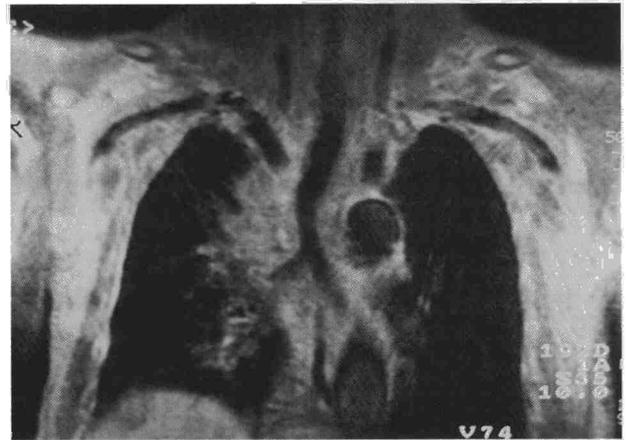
Caso 3. RMN torácica con masa mediastínica que rodeaba tráquea y provocaba compresión de su tercio distal. Se había practicado punción transtraqueal no diagnóstica. Mediastinoscopia (60 min) y traqueostomía programada: carcinoma broncogénico de células grandes. Tratamiento: radioterapia.
